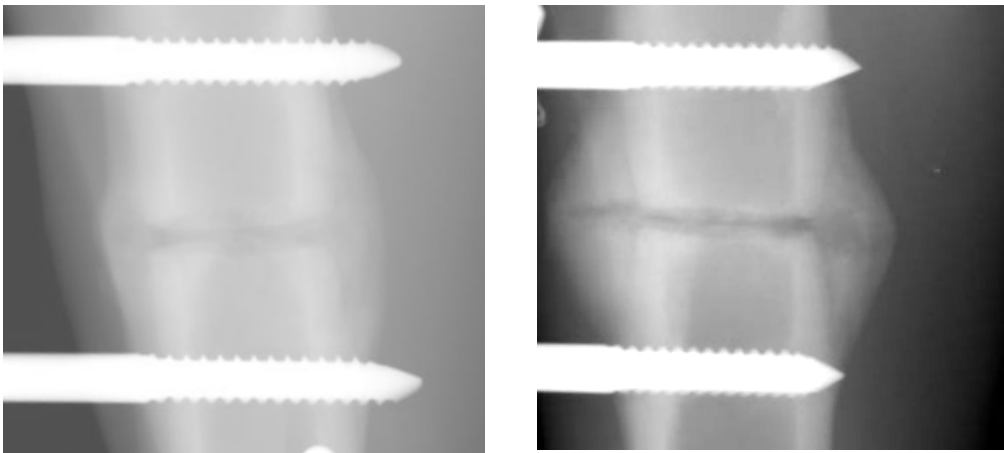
Röntgenuntersuchung 6 Wochen postoperativ. Rigider Fixateur externe (links); Weicher Fixateur externe (rechts): Eindeutig ausgeprägtere und größere Kallusbildung in der weicheren als in der rigiden Gruppe.
